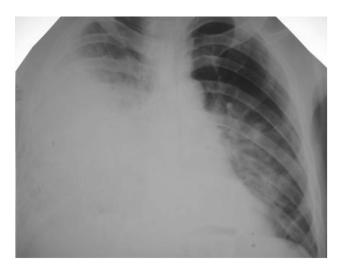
Рентгенограмма грудной клетки пациента Л. через 7 сут. после начала заболевания. В правом легком — субтотальное затемнение (пневмония). Отмечается воспалительная инфильтрация в верхней и нижней долях левого легкого
